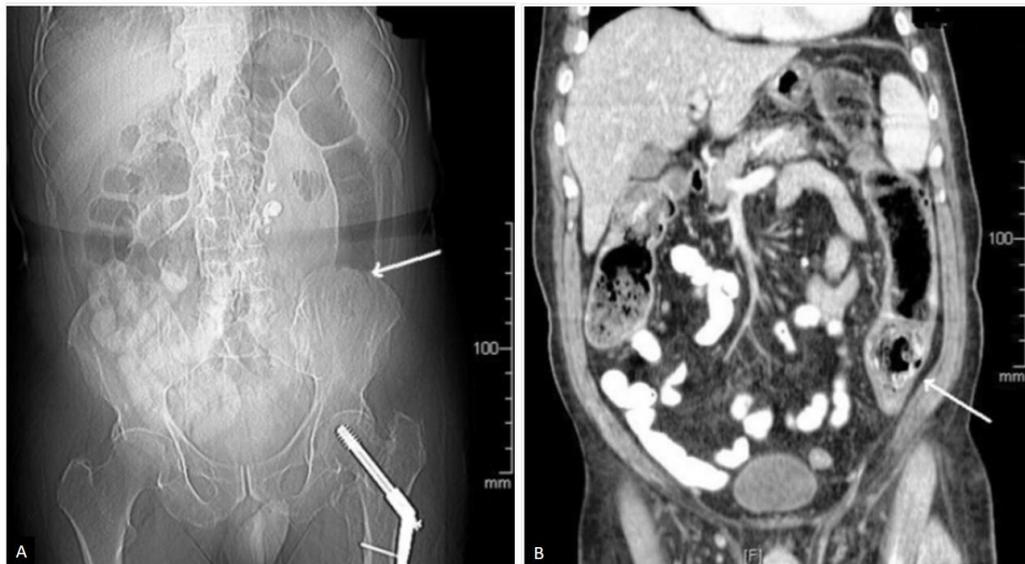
Imagem A: Radiografia simples evidenciando a obstrução do hemicólon esquerdo com alças de intestino grosso distendidas até uma massa oval intraluminal com gás de permeio no cólon descendente. Não há ar ou conteúdo fecal além desse ponto. Na imagem B, através de tomografia computadorizada observa-se a mesma massa oval com padrão mosqueado de gás em seu interior em cólon descendente. O cólon distal ao foco de obstrução está colapsado. Fonte: Bala (2008).
